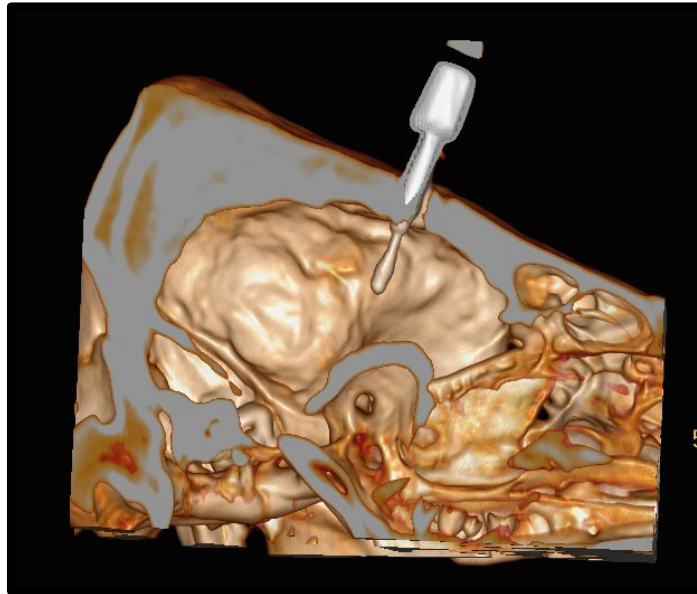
Reconstrucción realizada con TAC en la que se observa el catéter de PIC bien posicionado.
